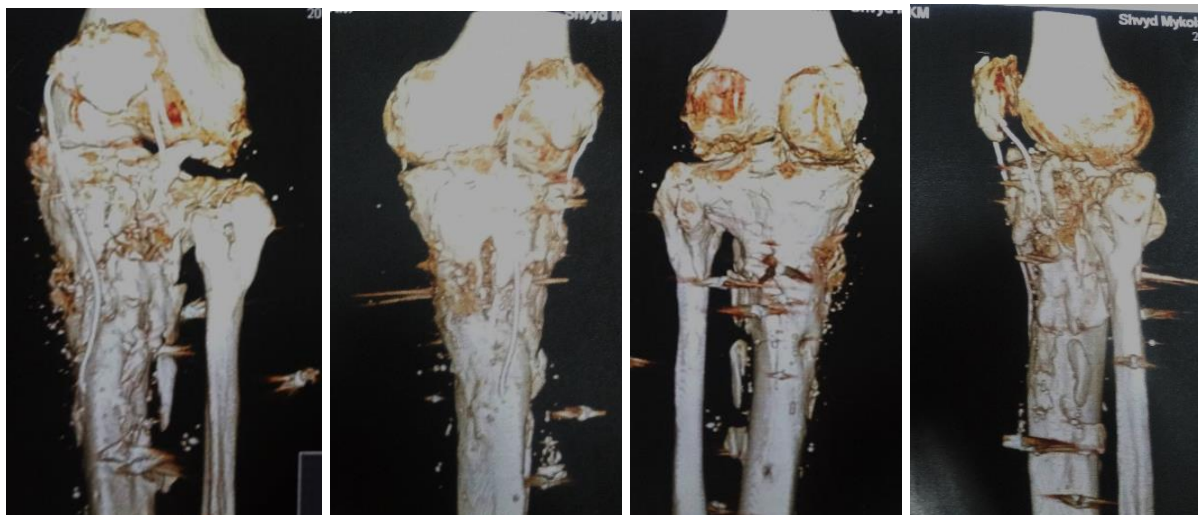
КТ обстеження лівої гомілки хворого Ш: консолидовані переломи обох виростків та метафізу лівої великогомілкової та малоомілкової кістки. Наявність сторонніх тіл м'яких тканин гомілки. Посттравматичний 3 ст. лівобічний гонартроз
